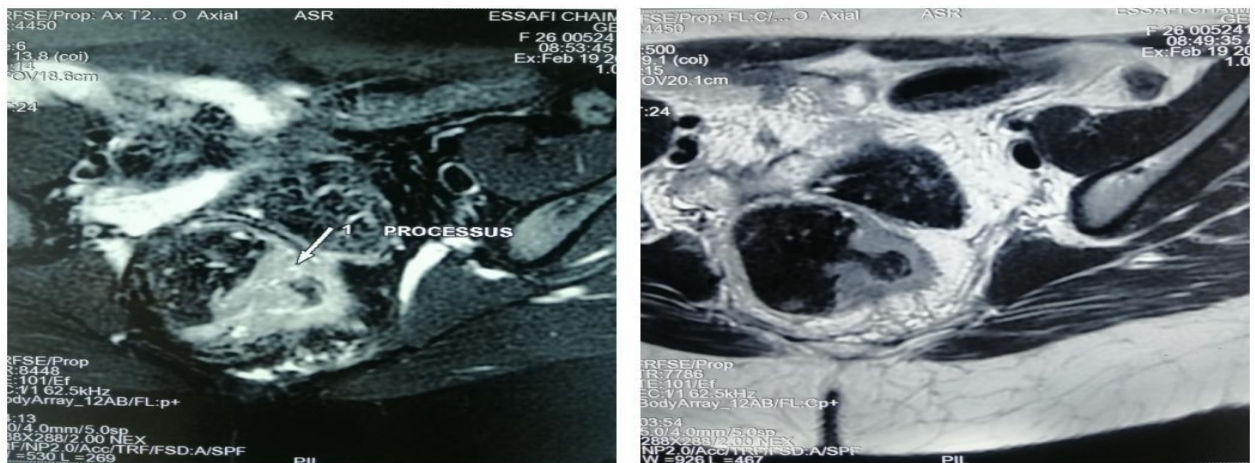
Images IRM montrant un épaissement héli circonférentiel du rectum chez une de nos patientes.
